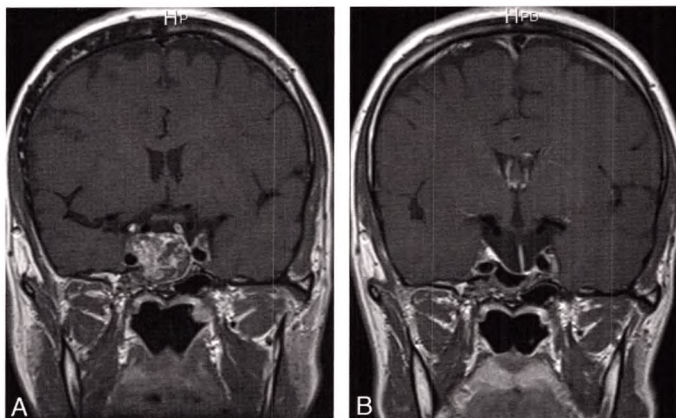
IRM en pondération T1 avec injection de gadolinium, coupes coronales préopératoire (à gauche) et postopératoire (à droite).
